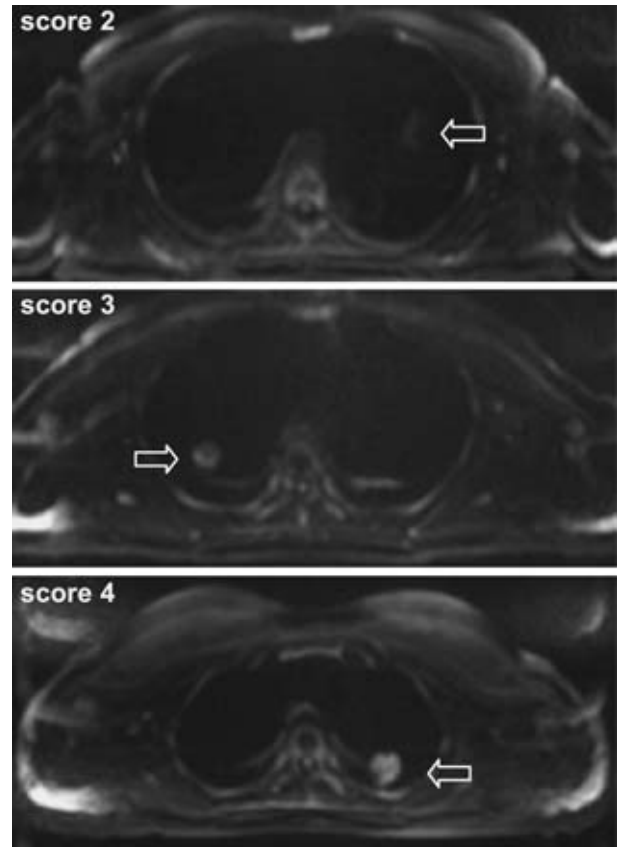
DWI images demonstrate examples of each score on our criteria. Score 2: weak signal intensity, score 3: moderate signal intensity, score 4: strong signal intensity.
